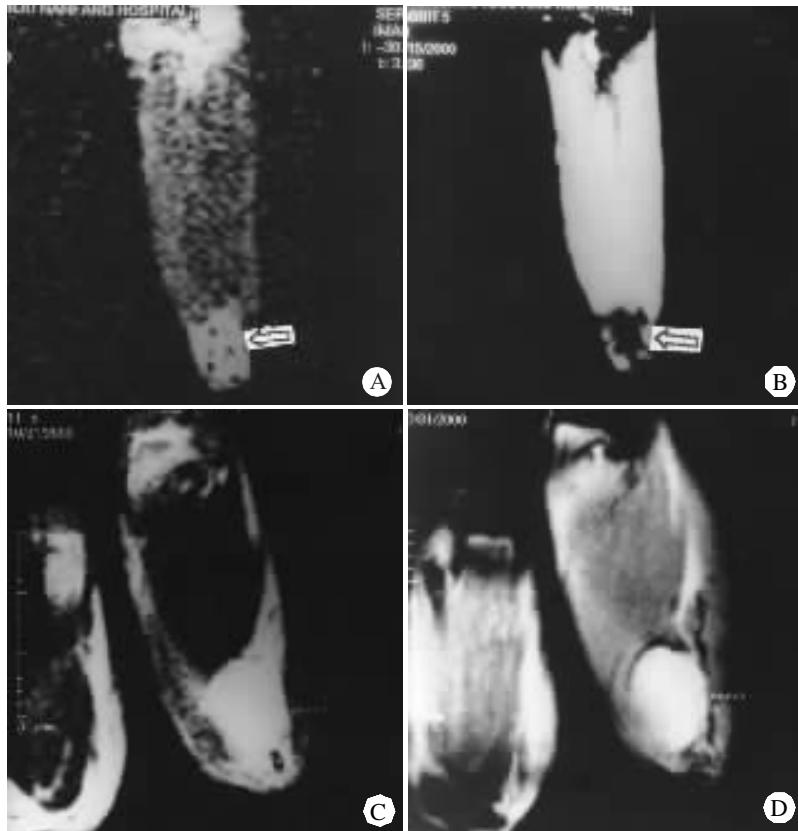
SPIO 增强时两组淋巴结的 MRI 表现
